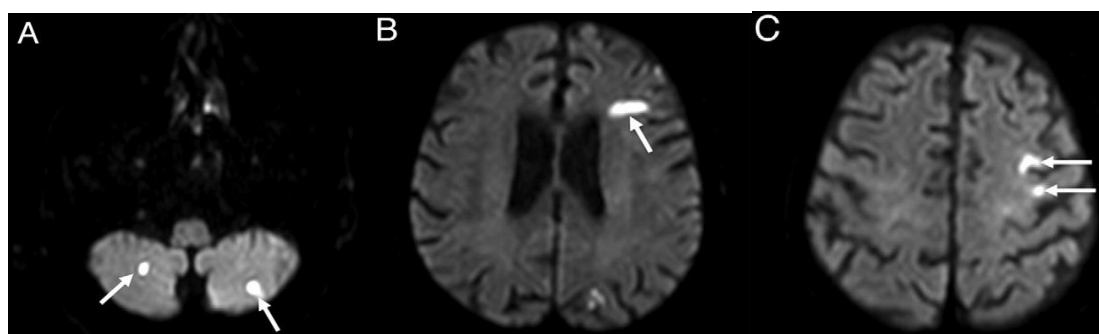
Ressonância magnética após TAVI transapical num doente de 83 anos. Nas imagens é possível observar múltiplas lesões isquémicas agudas no cerebelo esquerdo e direito (A) e no território frontal esquerdo (B e C). Imagem retirada de Rodés-Cabau 2011.
